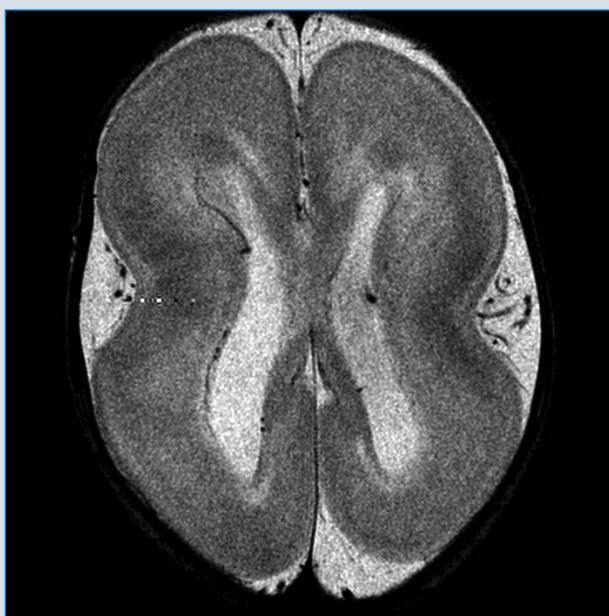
MRI bei Miller-Dieker-Syndrom, Lissenzephalie Typ 1 (Agyrie).
